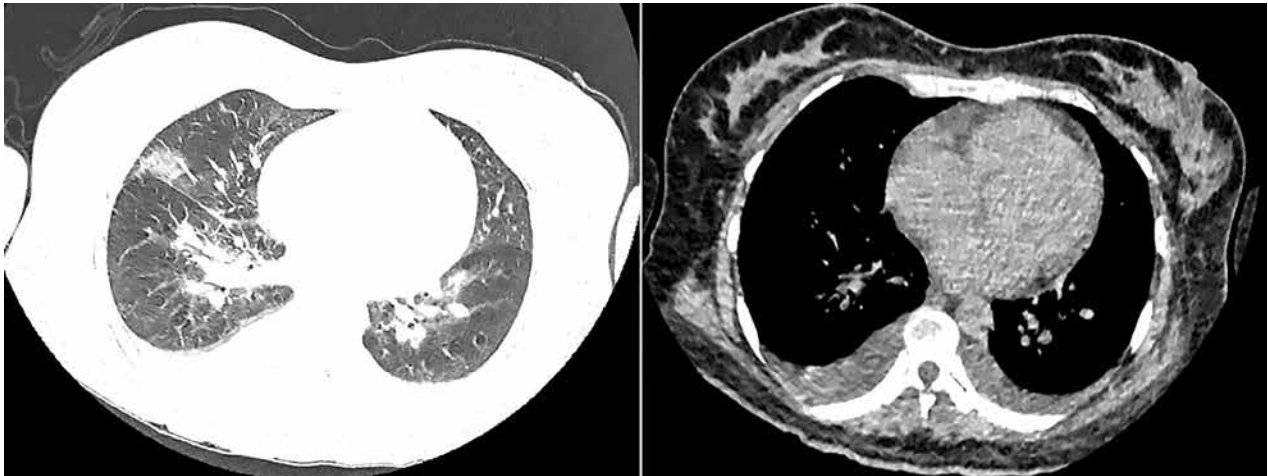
Tomografía de tórax sin contraste con efusión pleural bilateral que se resolvió en la fase convaleciente, no lesiones en parénquima pulmonar.
